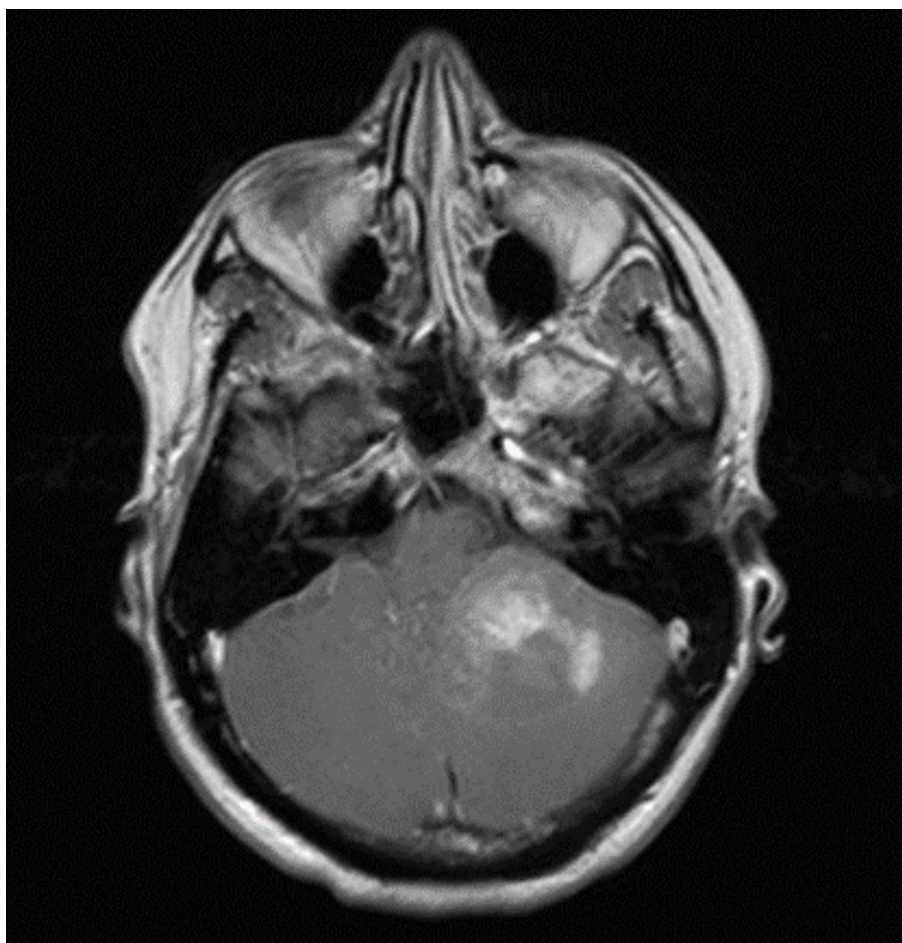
T1 se tra KM-MRT-Aufnahme Subtyp "Diffuse" (Universitätsklinikum Regensburg)
